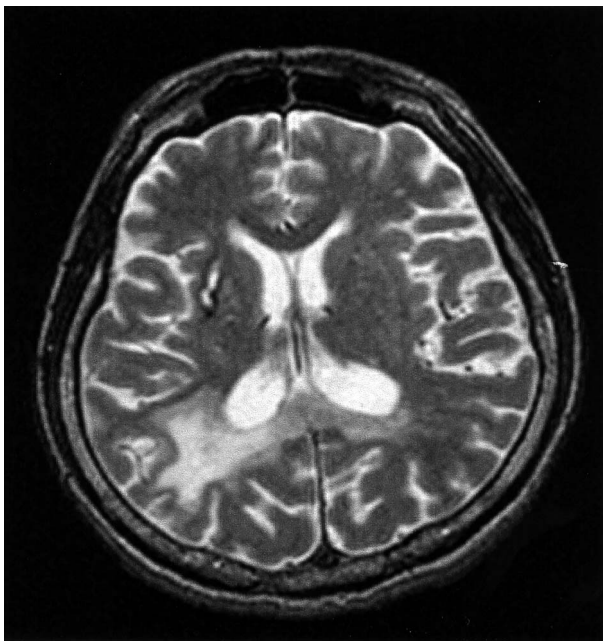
Brain MRI. Increased signal intensity is shown in white matter of right parietal lobe on T2 weighted image. Corpus callosum seems to be involved.
